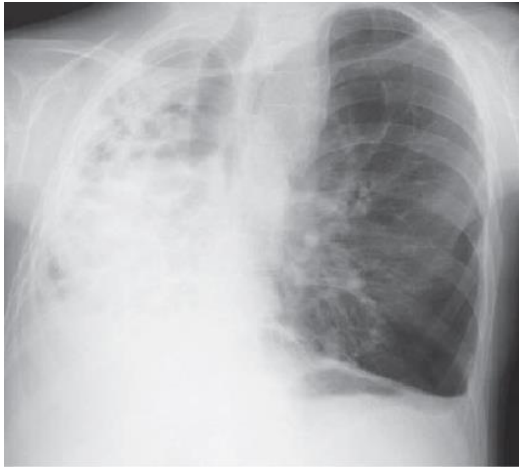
Radiografía de tórax que muestra desplazamiento de las estructuras de la línea media hacia el hemitórax derecho: se logra definir la silueta cardíaca. Se observa radiopacidad heterogénea en el mismo hemitórax con imágenes radiolúcidas, de aspecto circular en su interior, y disminución del tamaño del hemitórax derecho.<sup>26</sup>
